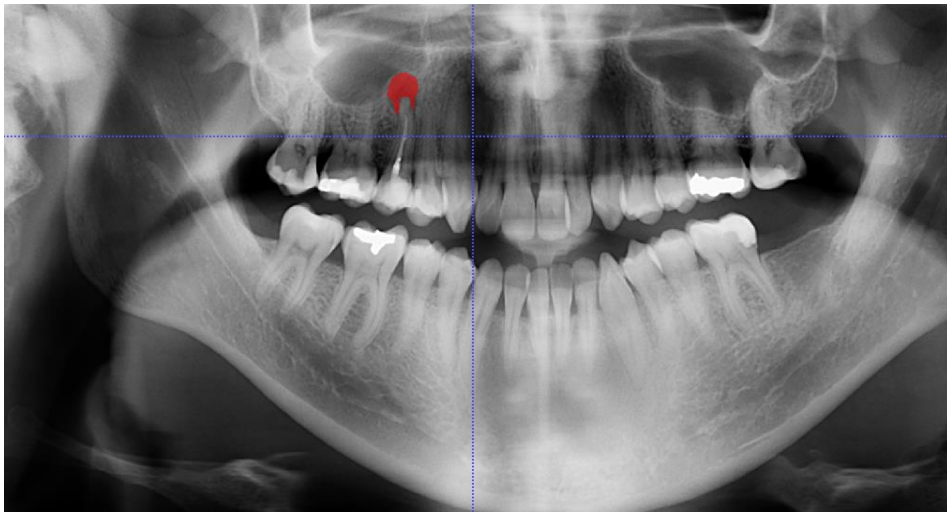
Medición de las áreas periapicales en la radiografía panorámica y en el mismo paciente. La radiografía es preoperatoria. Para la medición se modificaron el brillo y la intensidad para facilitar las mediciones.
